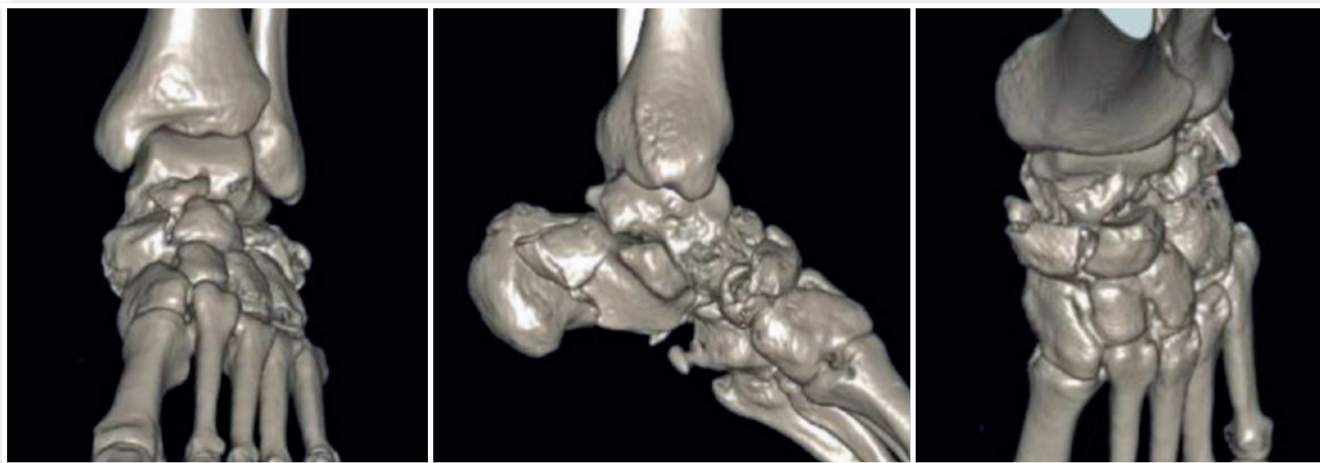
Tomografia computadorizada do pé esquerdo, reconstrução 3D.
